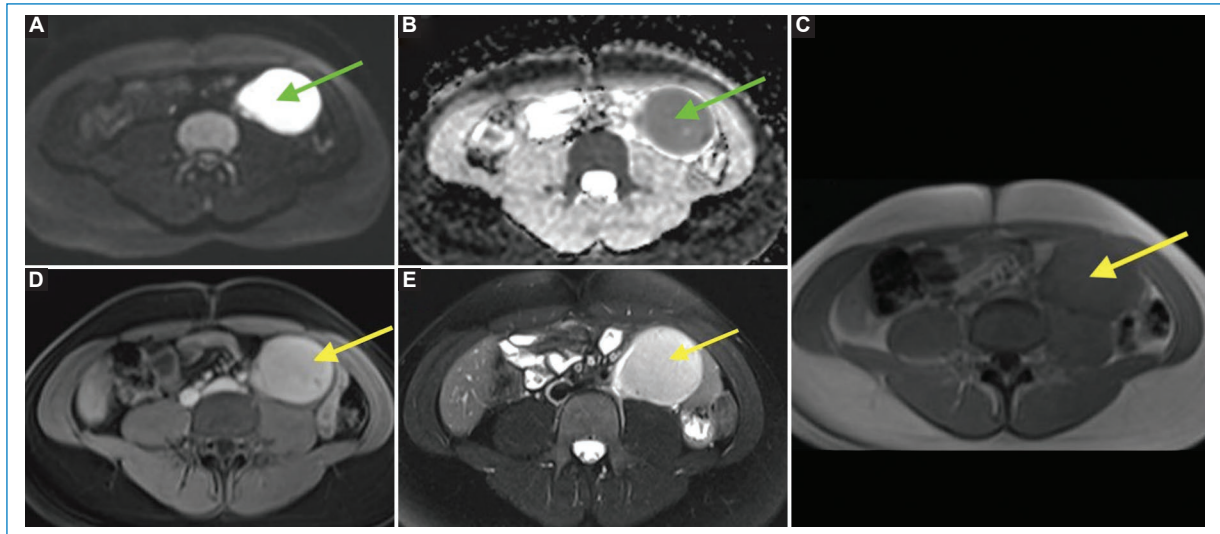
RM contrastada en secuencias DWI (A) y mapa ADC (B), T1 pre- y posgadolinio (C y D), y T2 con saturación grasa (E). La masa retroperitoneal tiene intensidad de señal homogénea, es hiperintensa en las secuencias ponderadas en T2 (E, flecha amarilla) e isointensa al músculo en las secuencias ponderadas en T1 precontraste con realce homogéneo con el gadolinio (C y D, flechas amarillas), y presenta marcada restricción de la difusión (A y B, flechas verdes).
